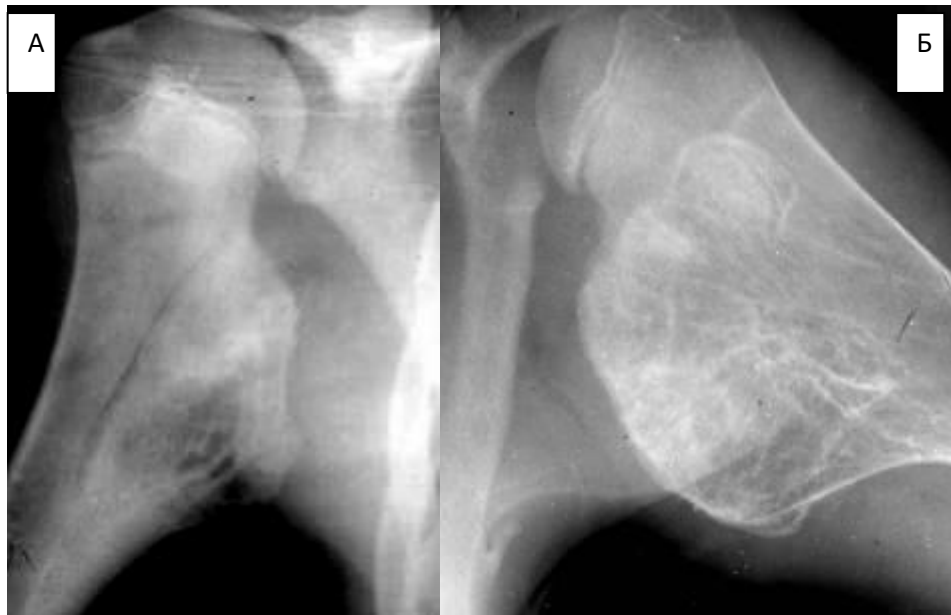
Варіанти змішаних остеом. Фрагменти рентгенограм плечових кісток у прямій проекції різних пацієнтів – структура пухлин компактно-губчаста (А) і губчасто-компактна (Б).
